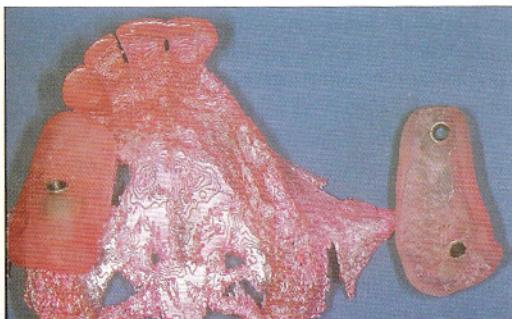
Быстро изготовленная модель сделана на основании данных, полученных при КТ-сканировании верхней челюсти.
